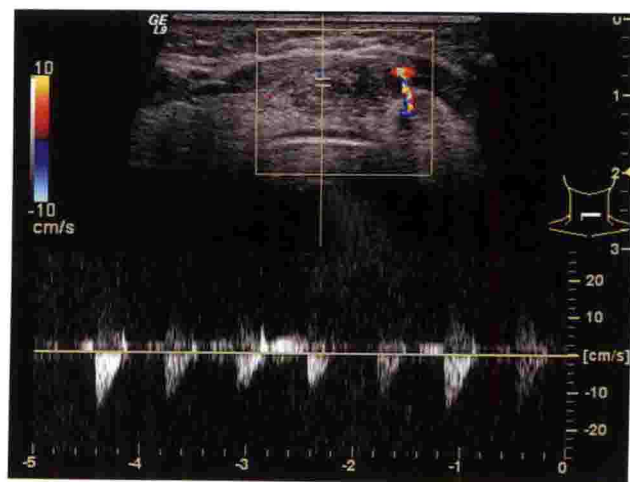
下颈部横切面。Doppler 显示肿瘤内部可见少量血流,动脉血流频谱呈高阻力型,RI:1.00
